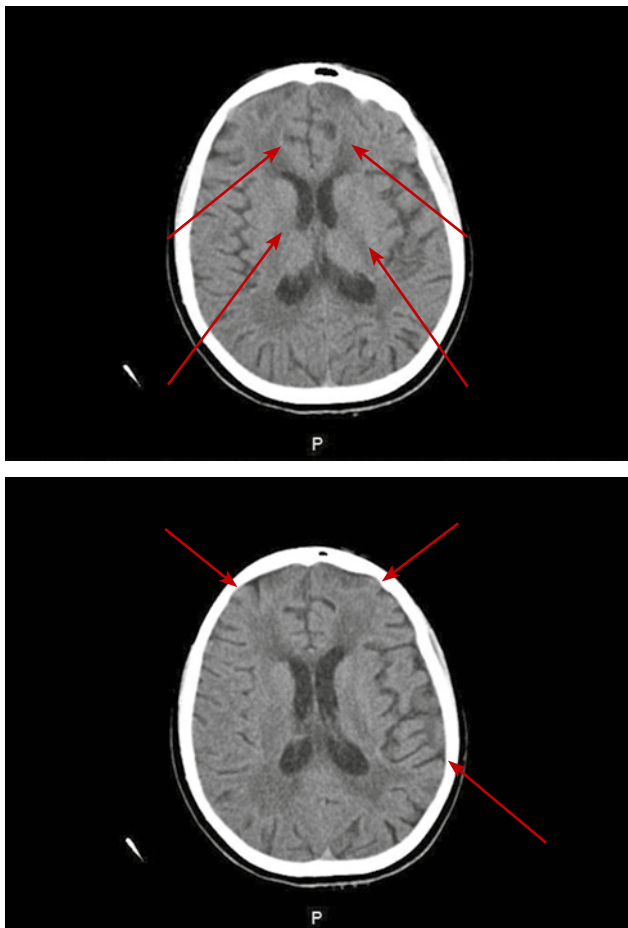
КТ дитини, 11 років
